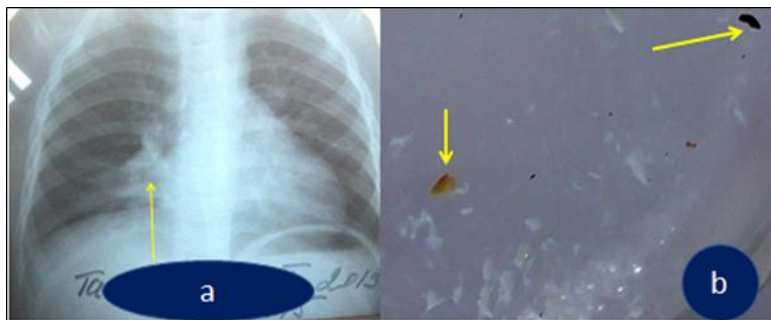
(а) - обзорная рентгенография; (б) – промывная вода и частицы инородных тел
